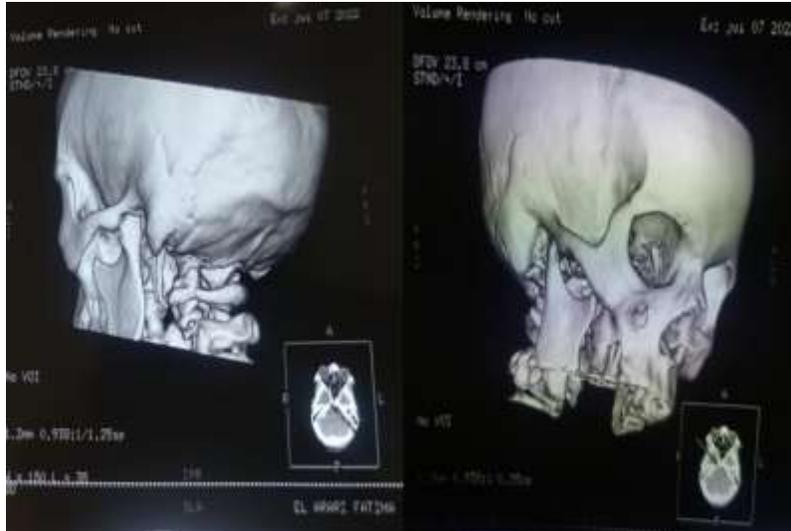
TDM du massif facial avec reconstruction 3D.
